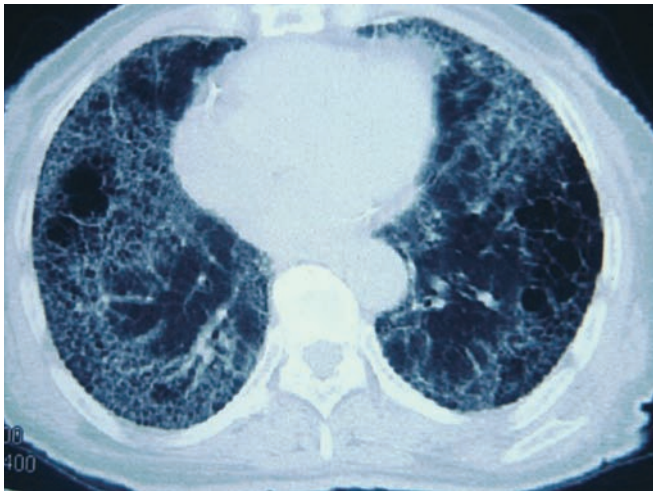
2011-9-16 大屯煤电病院のCT画像
